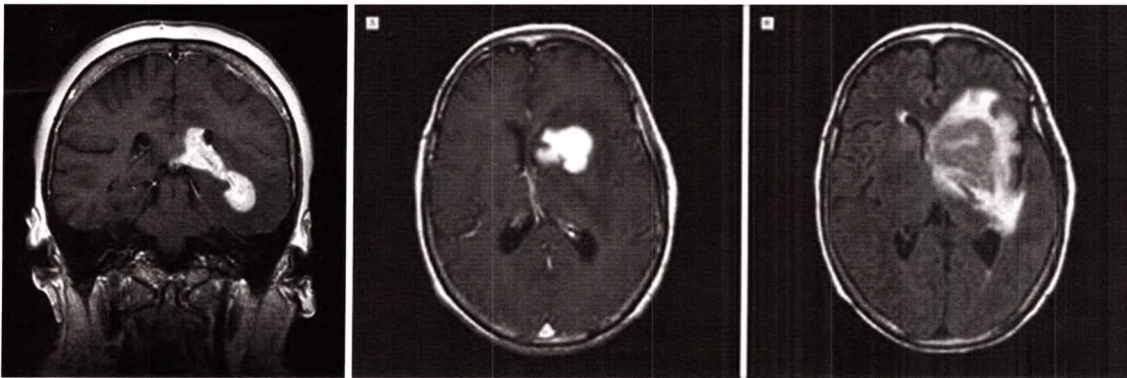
C IRM en séquence T1 après injection de produit de contraste, coupes coronale (à gauche), axiale (au milieu), et en séquence FLAIR, coupe axiale (à droite).
